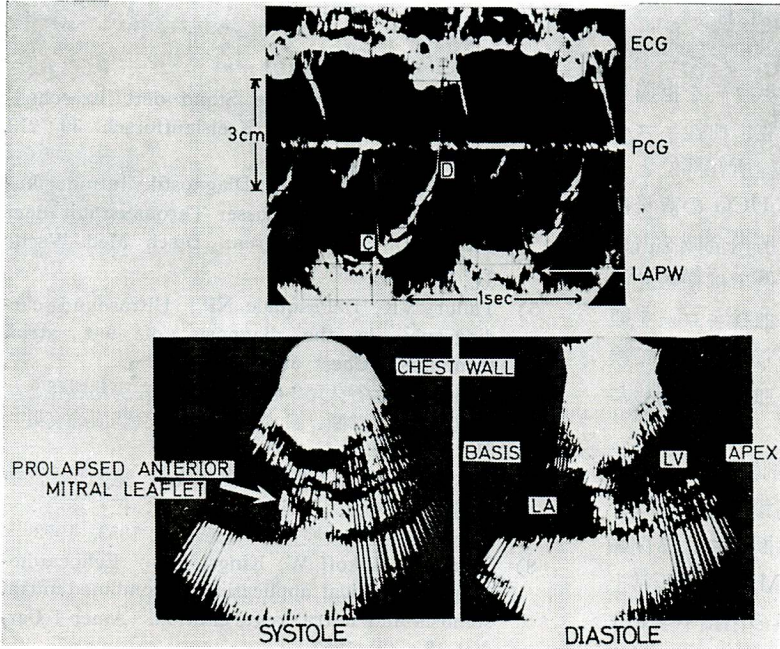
An echocardiogram and an ultrasonocardiogram in a case with prolapsed anterior mitral leaflet. Three layered echoes were observed in the echocardiogram at mid-systole. The ultrasonocardiogram suggested the prolapsing of the anterior mitral leaflet into the left atrium in systole. (M.U., a 11-year-old girl)
